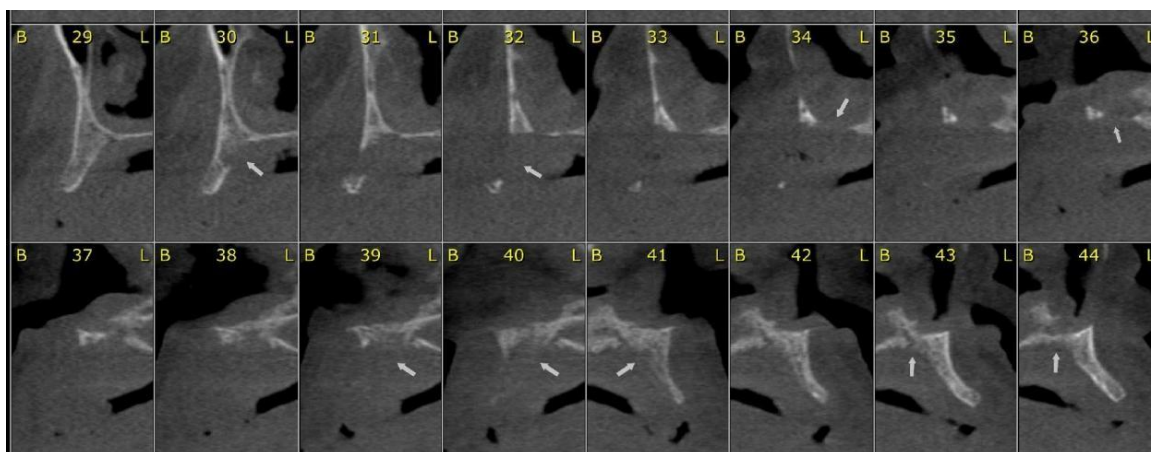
Corte sagital da TC, evidenciando extensão da lesão, rompimento do assoalho da cavidade nasal e destruição das corticais ósseas vestibular e palatina.
